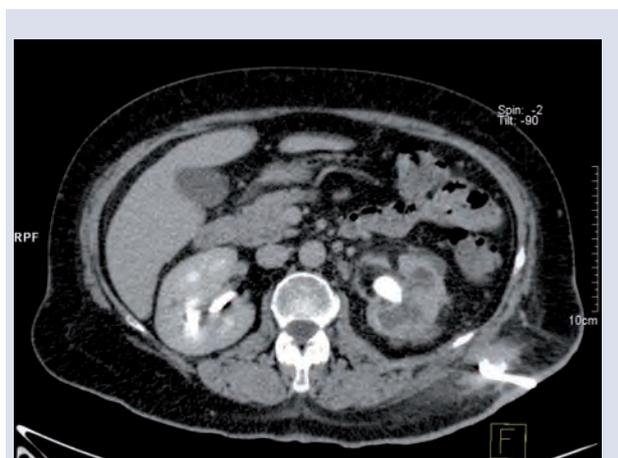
TC abdominal (corte axial)
